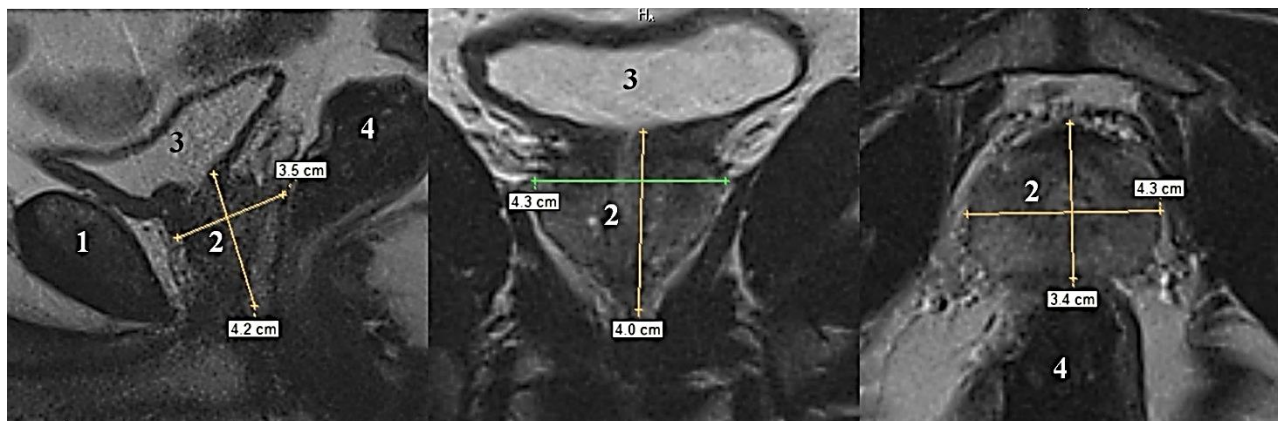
МРТ-грамма предстательной железы, T2-взвешенные изображения. Пациент № 16, возраст – 34 года. Обозначения: А – сагиттальная плоскость, Б – фронтальная плоскость, В – горизонтальная плоскость, 1 – лобковый симфиз, 2 – предстательная железа, 3 – мочевой пузырь, 4 – прямая кишка.
